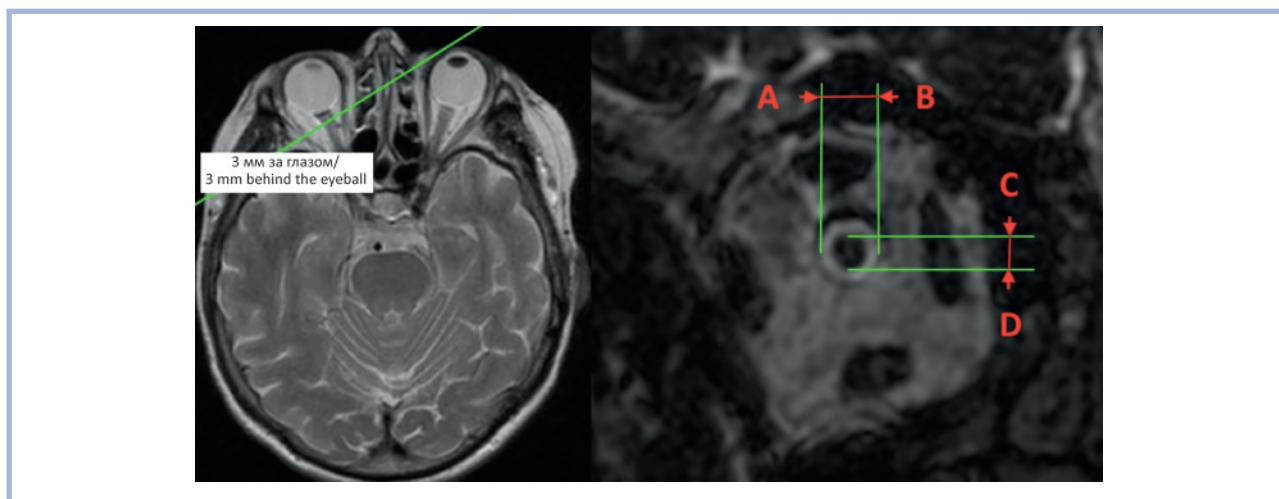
Изображение поперечного среза ЗН (справа), выполненного в 3 мм за глазным яблоком с помощью МРТ.
